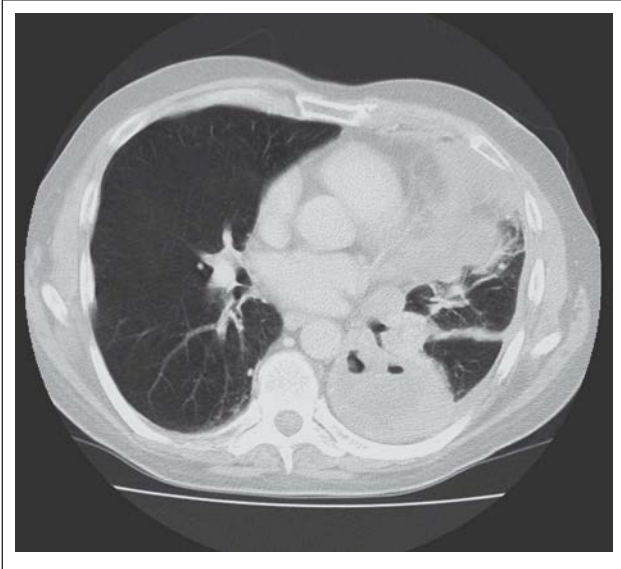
Präoperatives Thorax-CT bei therapierefraktärer Stenoseproblematik cT2-3cN2cM1 (cereb.).
